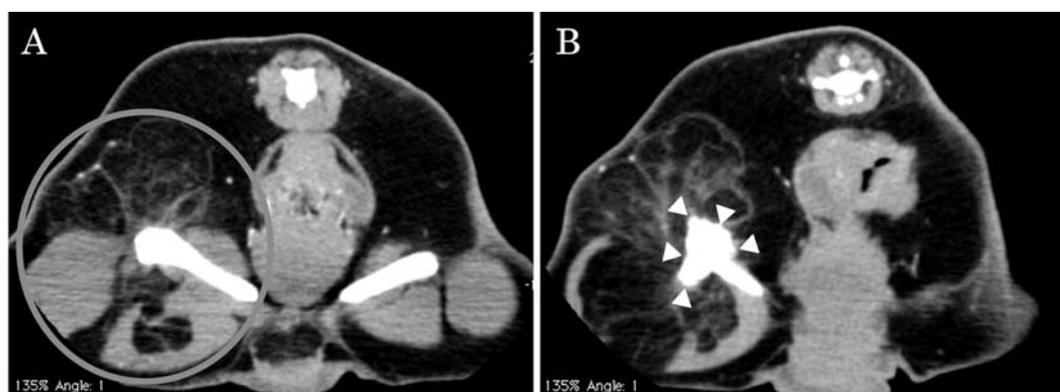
腹部CT検査 (骨盤部アキシャル像)
